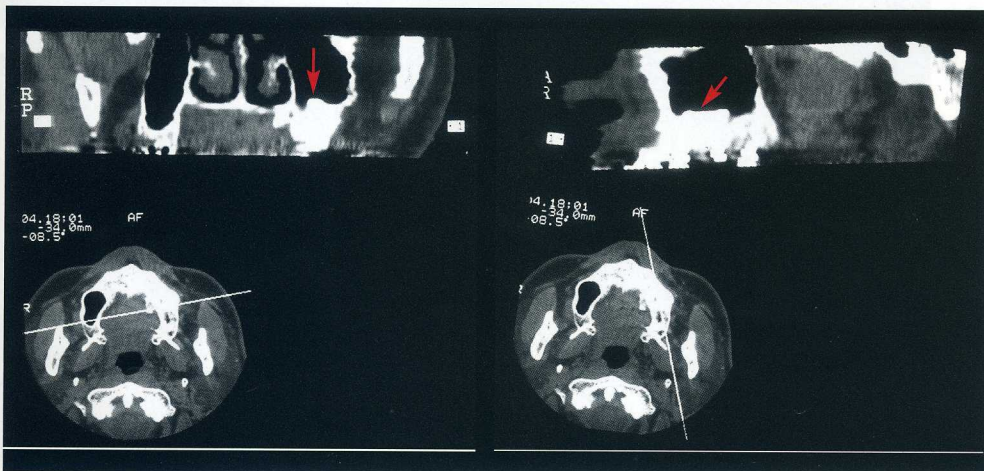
サイナスリフト術後のCT検査では、左側上顎洞底のインプラント周囲に不整形の造成部構造を認めたが、洞粘膜の異常はみられなかった(矢印)。
